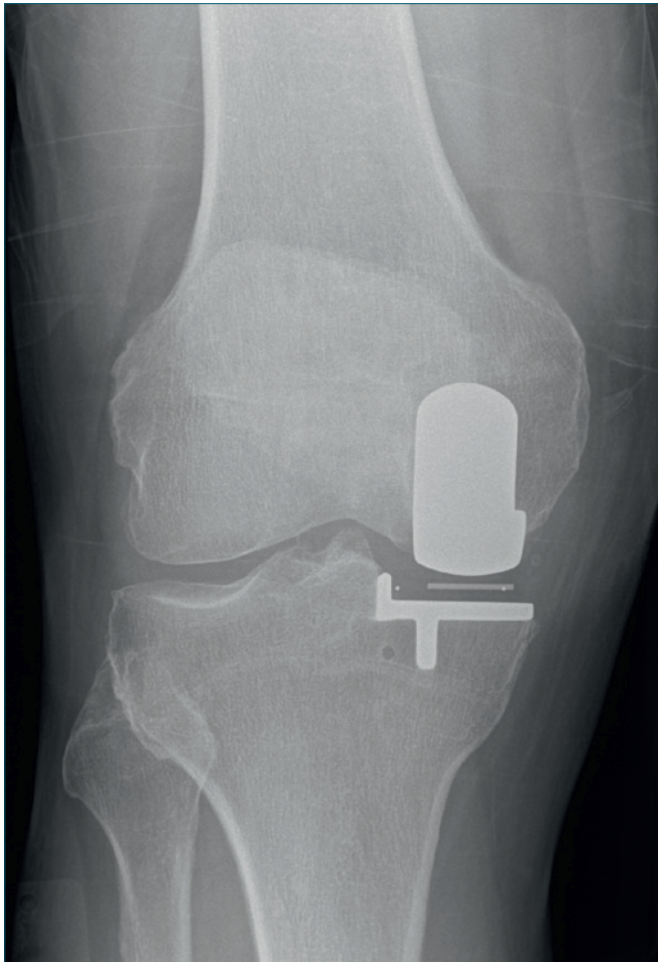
Esame radiografico a 5 anni che mostra ottima integrazione della componente tibiale con assenza di linee di radiolucenza.
